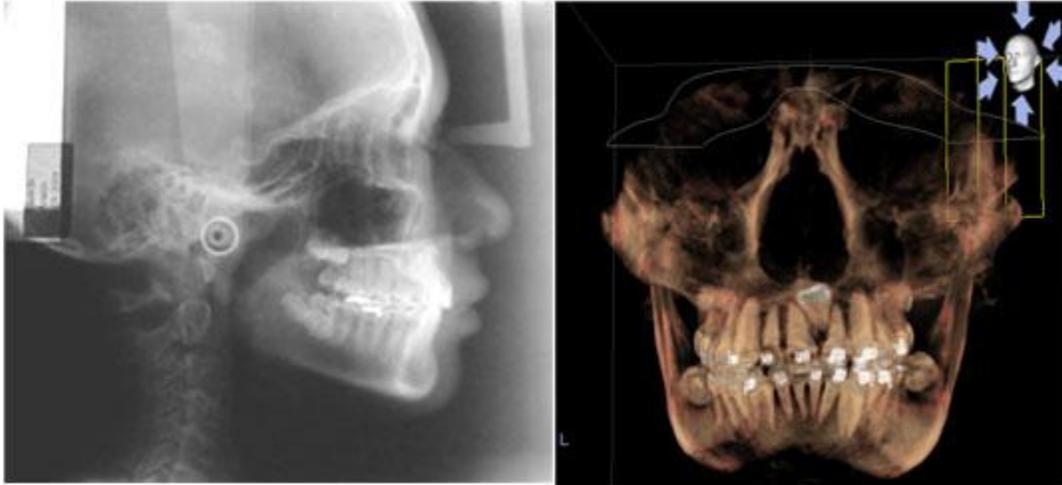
Fotografías de la radiografía Lateral de cráneo donde podemos observar el incisivo central permanente con el borde incisal tocando el piso de la nariz, así mismo podemos ver en la imagen de 3D la posición del incisivo ectópico entre las raíces del otro central y el lateral.
